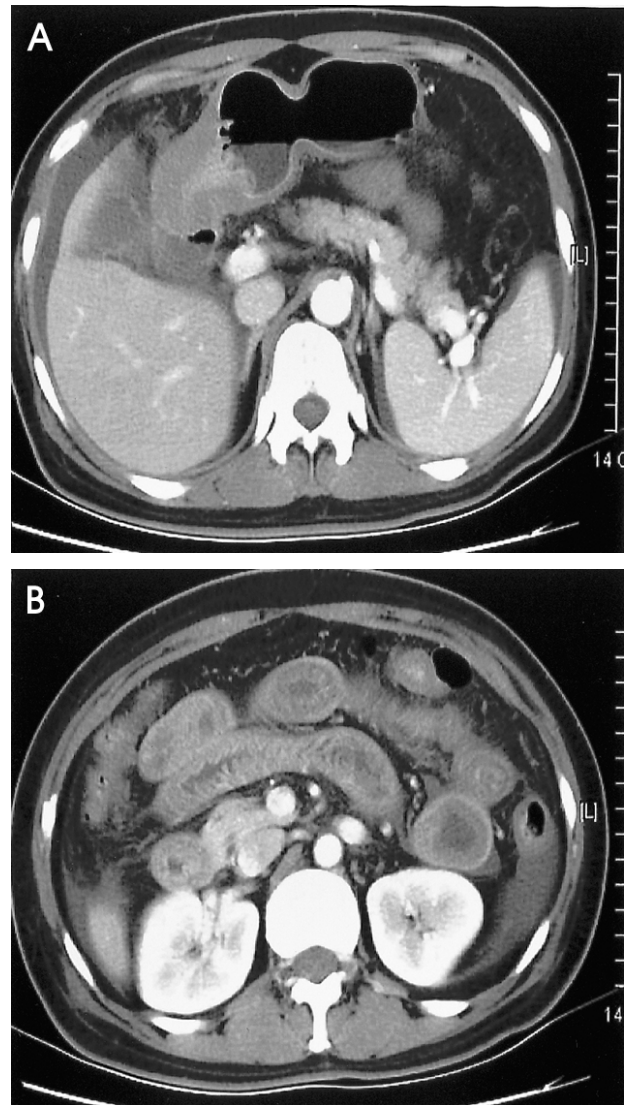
Abdominal CT shows wall thickening of the gastric pylorus and a small amount of ascites (A), and diffuse wall thickening of the duodenum and small bowel (B).
